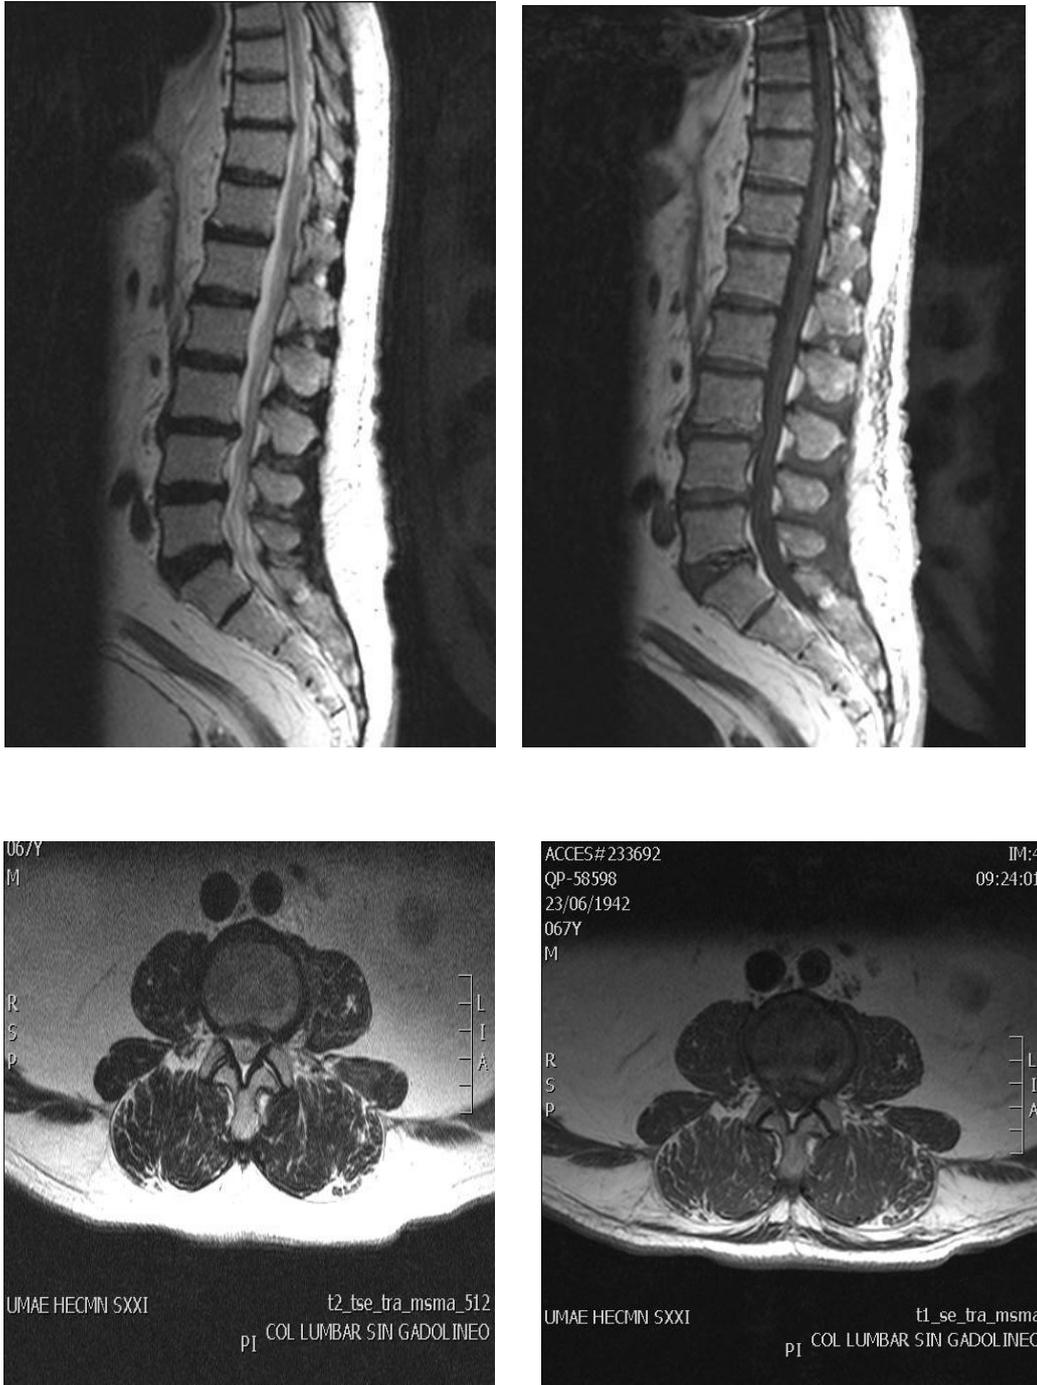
Paciente masculino de 67 años de edad. Imágenes de RM en secuencias T2 y T1 en plano sagital y transversal respectivamente en las cuales se observa protrusión no compresiva L2-L3, en L4-L5 y L5-S1 protrusiones concéntricas.
